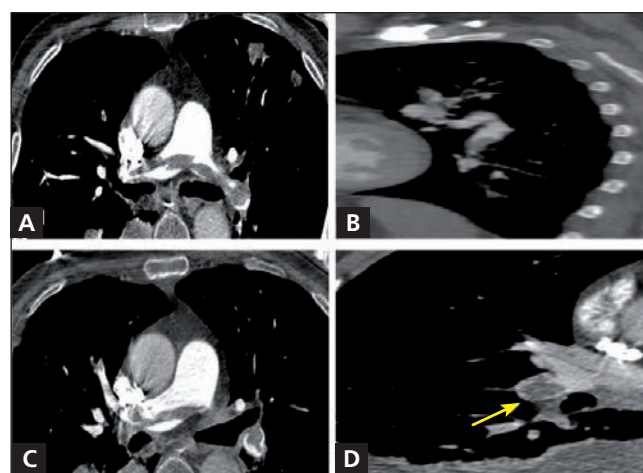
(A–D) – CT pulmonary angiography revealed a bilateral massive acute pulmonary embolism. In (D) a short axis of the main pulmonary artery with riding thrombus (arrow).
